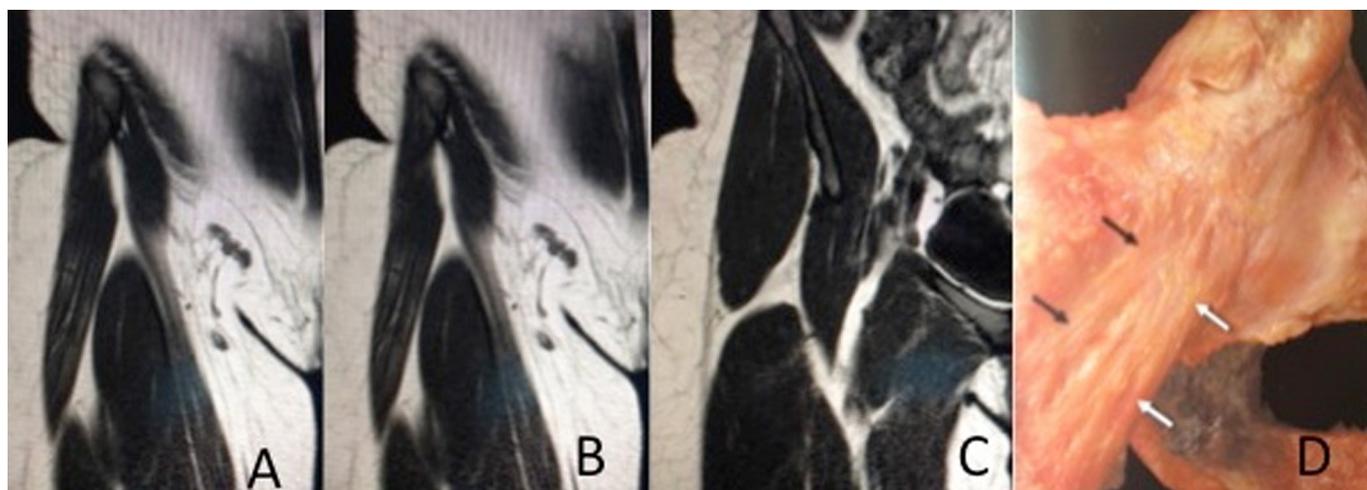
Imagens de RM: A), B) e C) permitem ver os planos utilizados e a zona capsular anterior, sem inserções musculares. D) anatomia da cápsula anterior e do ligamento iliofemoral.
